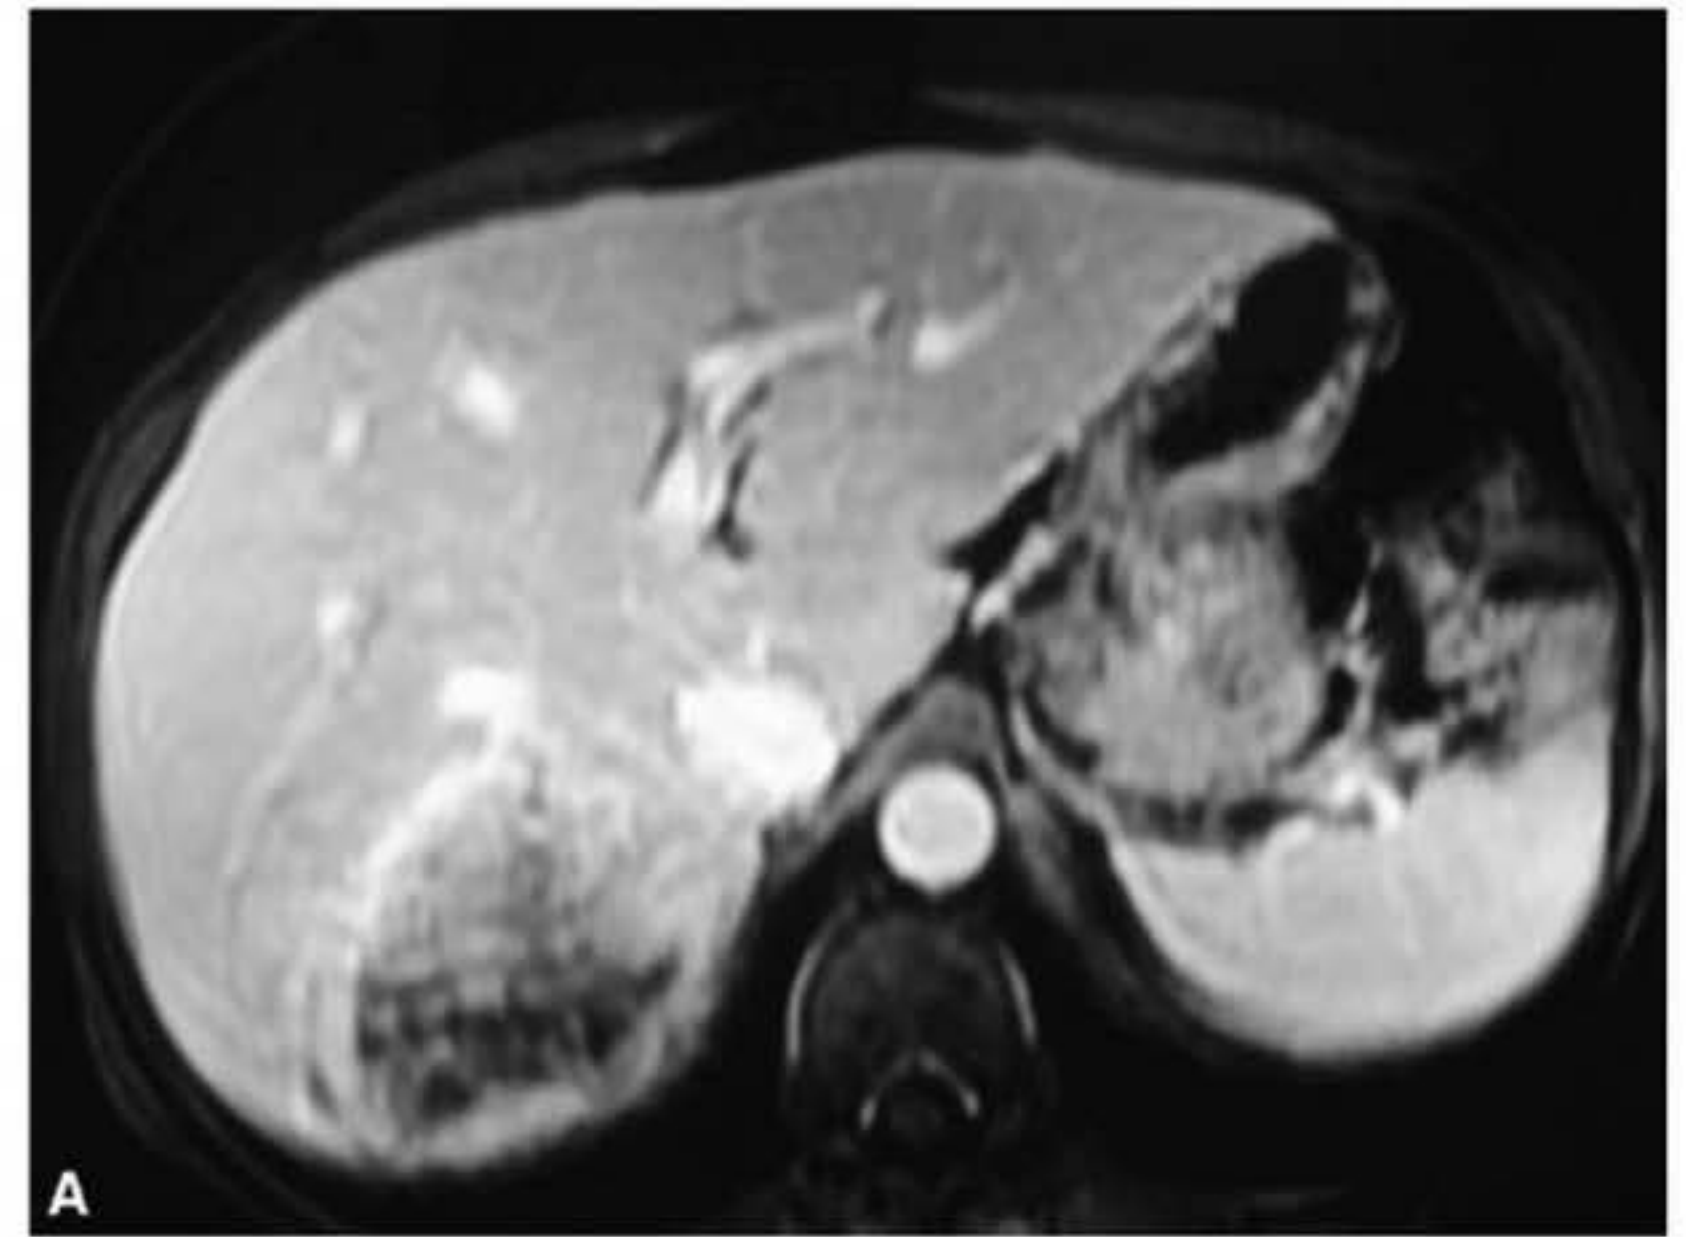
Trombose portal com transformação cavernomatosa, evidenciada pela tomografia computadorizada (A) e a angiotomografia portal (B).
